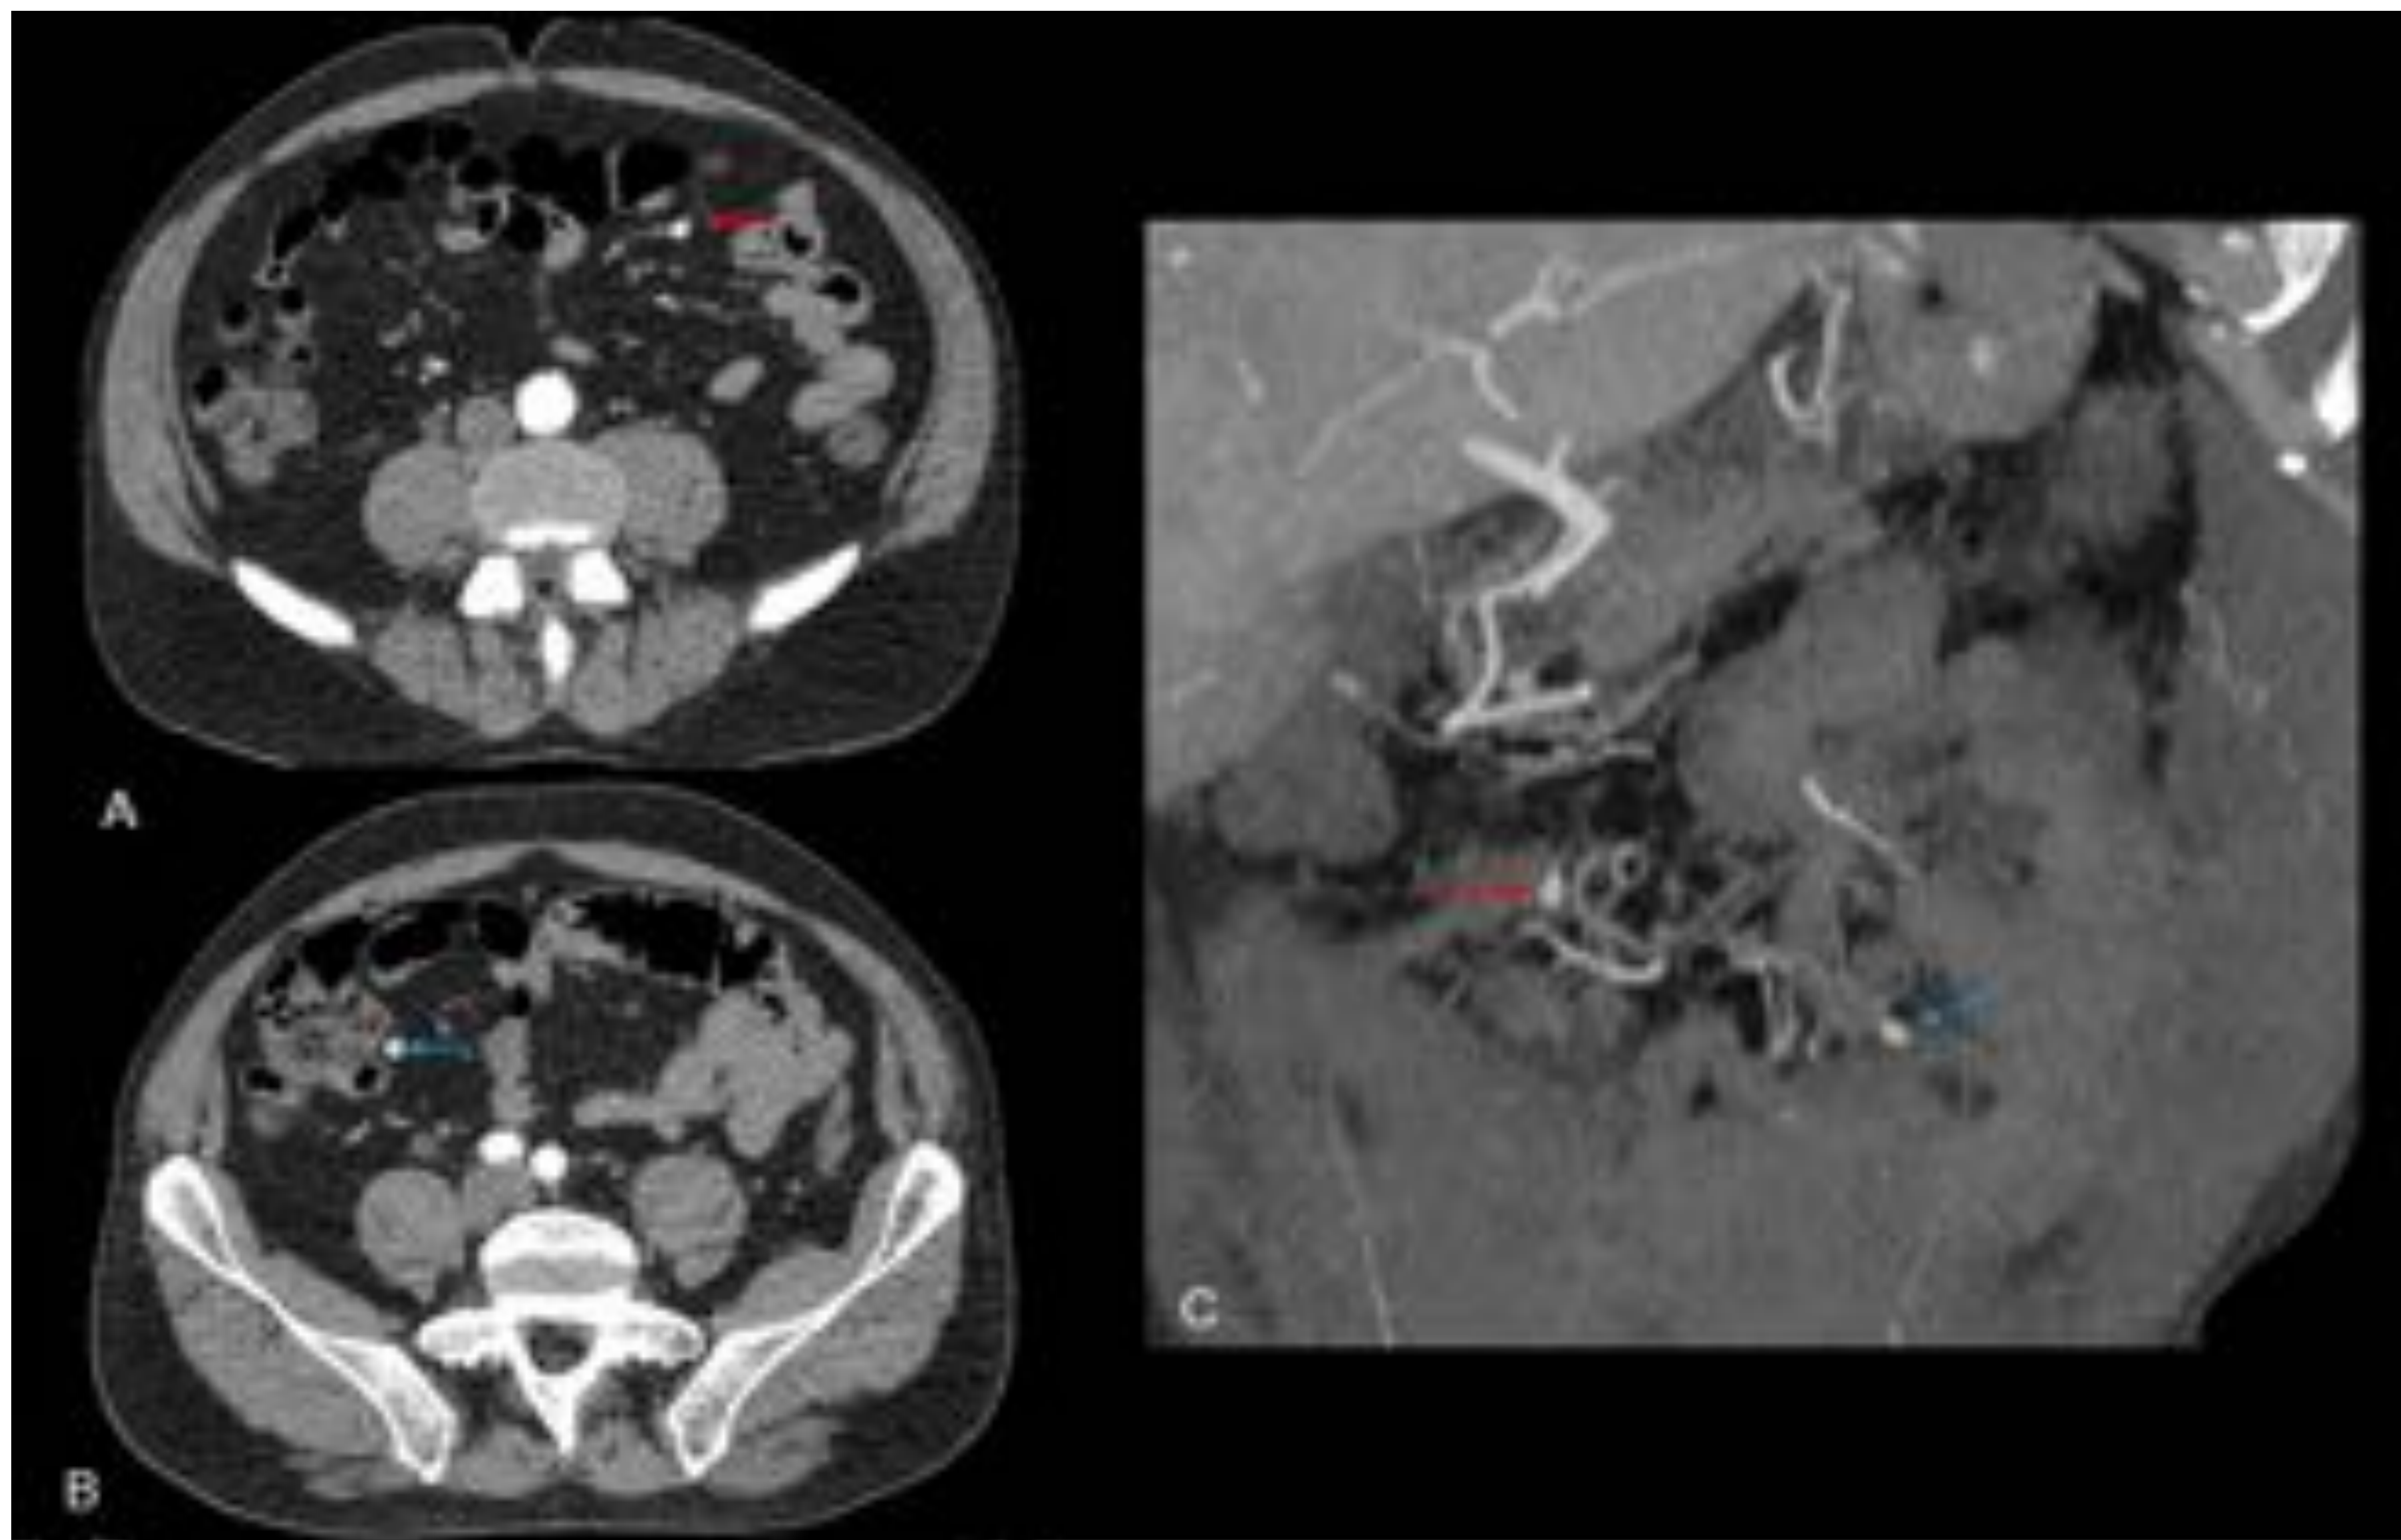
TC de abdomen con contraste intravenoso en fase arterial.
